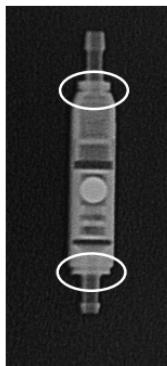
Cliché radiographique de la paedGAV
